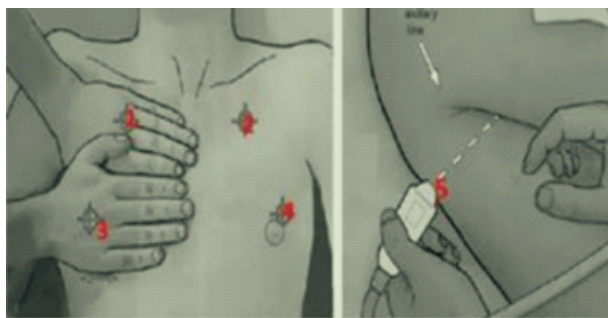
胸前区 4 个、胸背区 2 个超声检查位置点(第 6 点在第 5 点对称的对称位置点)
